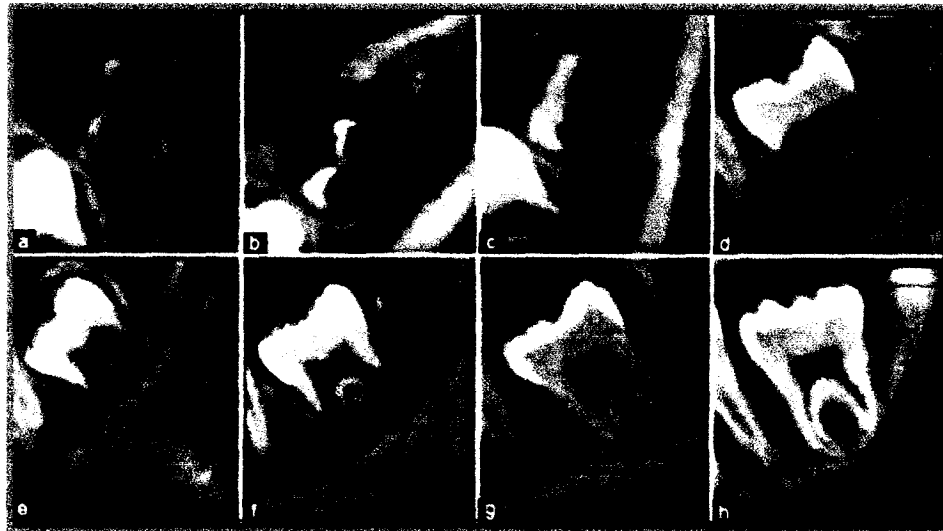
image radiographique du germe de la DDS
